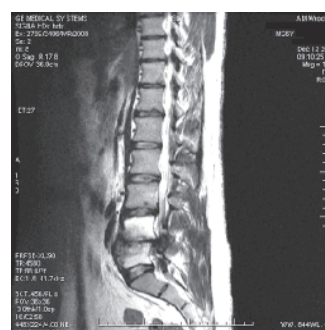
Obraz rezonansu magnetycznego (MR, *magnetic resonance*) T2-zależny, przekrój strzałkowy: wczesne zmiany zapalne krążka międzykręgowego L3/L4 i tkanek miękkich przykręgosłupowych
